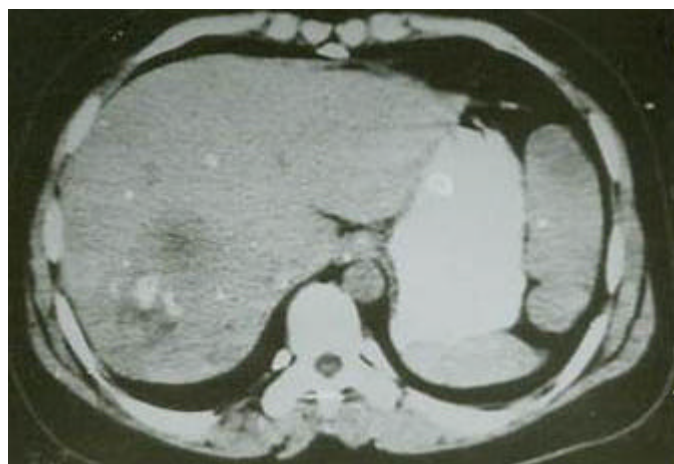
平扫所见: 肝右叶见 3.8cm × 4.0cm 大小的低密度区, 边界欠清晰。CT 值 12Hu~20Hu; 其内见有数个高密度 CT 值 98Hu~131 Hu, 最大者为 0.6 × 0.7cm。
